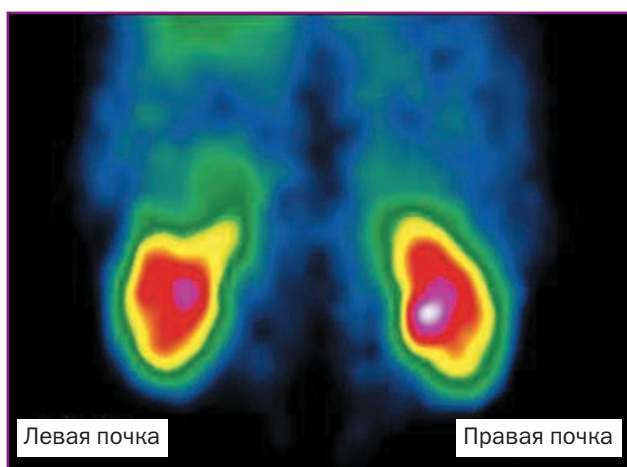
ДРСГ с ^{99m}Tc -ДТПА. Киста верхнего полюса левой почки. На сцинтифото в верхнем полюсе левой почки определяется дефект накопления РФП
